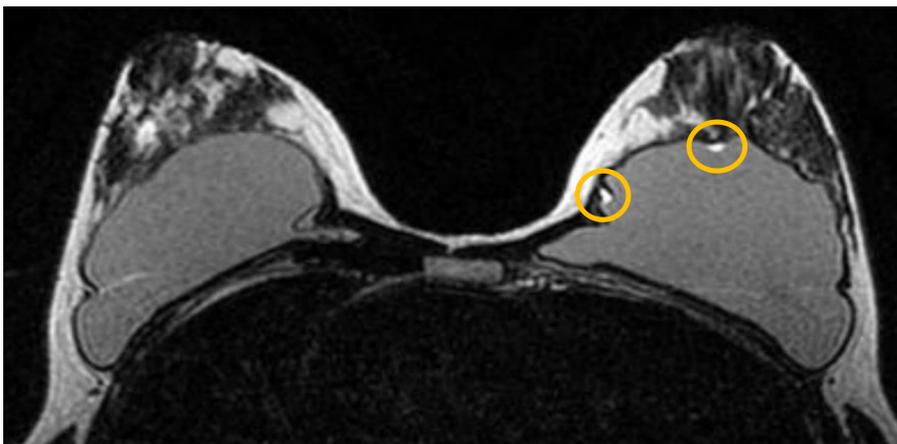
RM T2. Acúmulos de silicona entre los pliegues de la membrana y la cápsula fibrosa.
